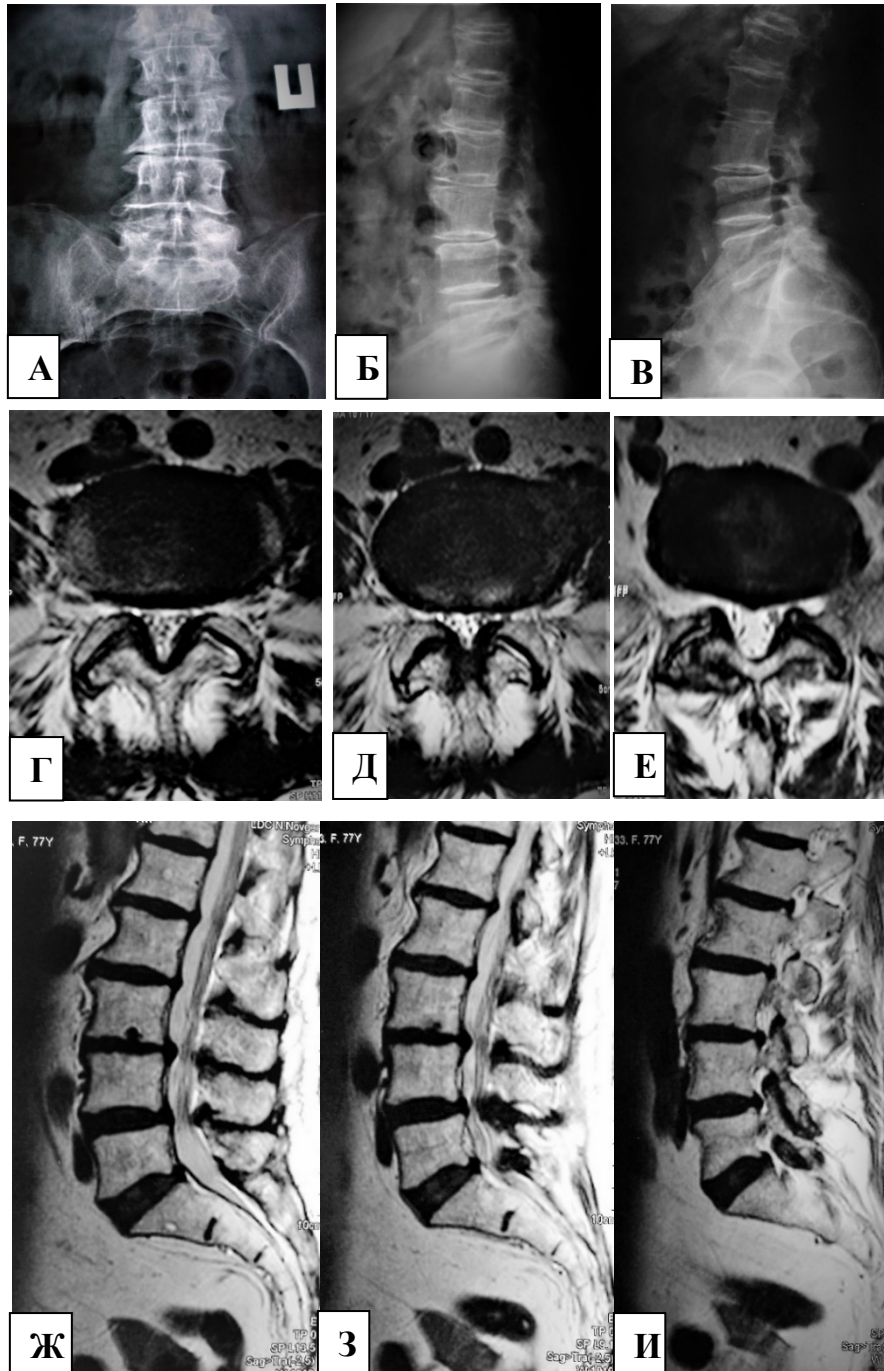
Пациентка С., 77 лет: рентгенограммы поясничного отдела в прямой (А) и боковой проекции в положении сгибания (Б) и разгибания (В); МР-томограммы аксиальных сканов на уровне дисков L3–L4 (Г), L4–L5 (Д), L5–S1 (Е) и сагиттальных сканов на уровне остистых отростков (Ж), суставных отростков слева (З) и фораминального отверстия слева (И)
